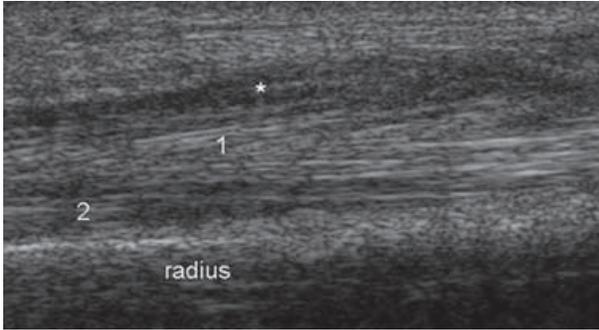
Syndrome du croisement proximal du poignet droit. Coupes échographiques longitudinales. T endons du 1^{er} compartiment (1) et du 2^e compartiment (2). Œdème péri-tendineux (astérisque).
